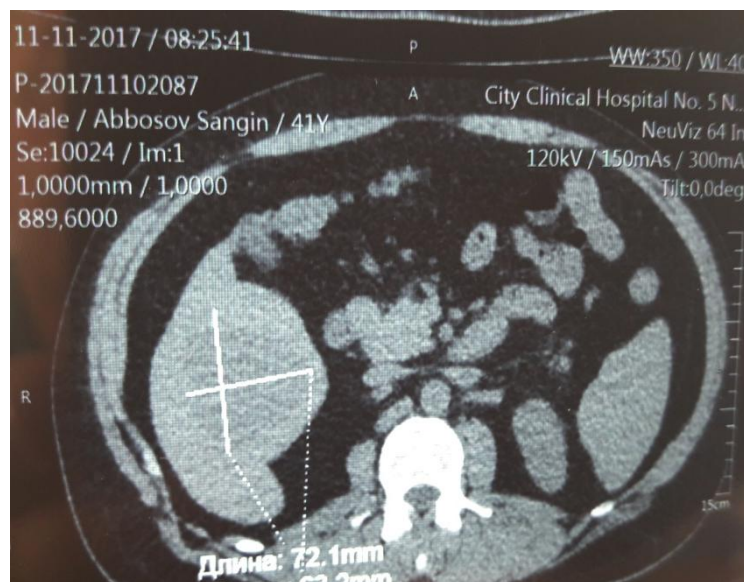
КТ картина гемангиомы VI-VII сегментов печени у больного А.
